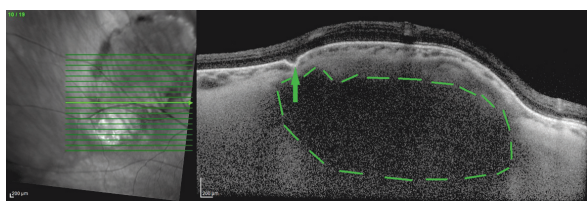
Оптическая когерентная томография пациентки Ш., 59 лет, горизонтальный срез через зону склерохориоидальной кальцификации. Стрелка — резкое истончение хориоидеи и зона «западения» мембраны Бруха; пунктир — гипорефлективная структура под истончённой хориоидеей
